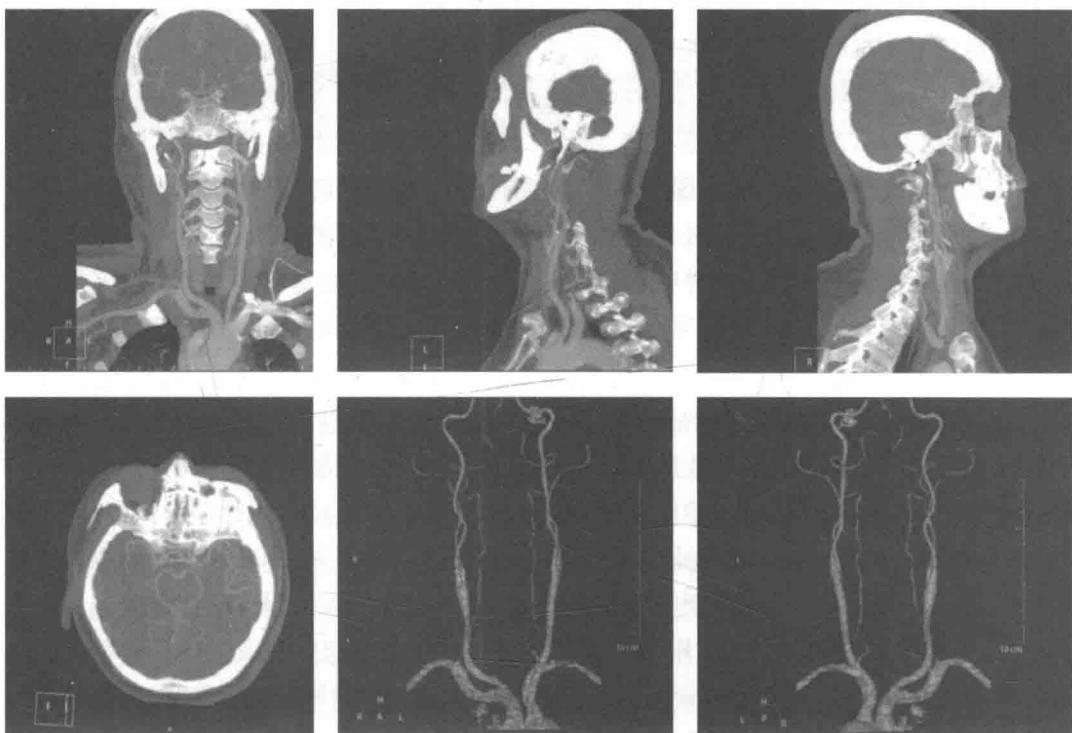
头颈部 CTA 及重建检查显示：双侧颈总动脉及分叉未见明显异常；椎-基底动脉系未见明显异常；颅底动脉环及其分支未见明显异常
